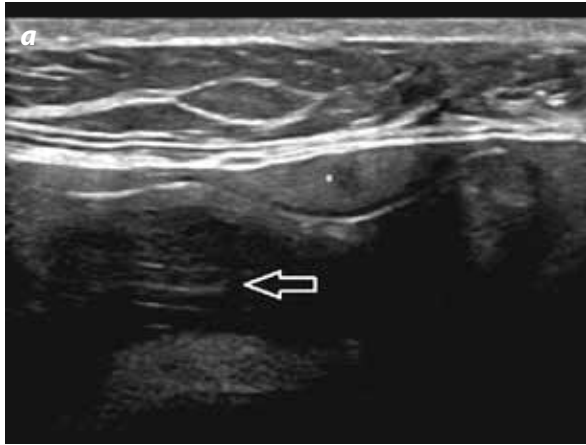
Ruptura intracapsular. a) Ecografía: signo de la "escalera" (flecha): múltiples líneas discontinuas que representan los pliegues colapsados dentro del implante. El signo del "pliegue ecogénico" (*): silicona entre los pliegues. b) RM mamaria imagen coronal T2-STIR con saturación de agua, el "signo de Lingüini".
